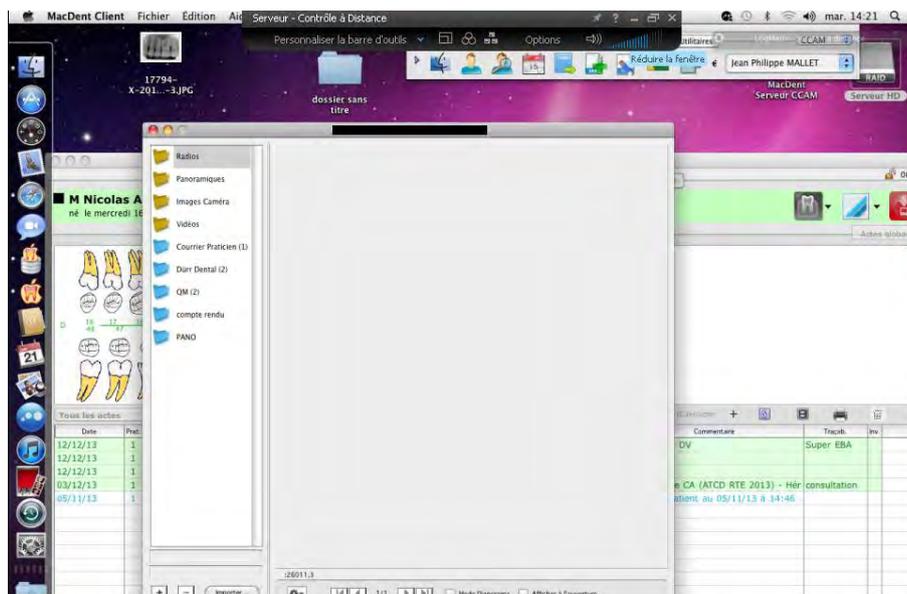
Capture d'écran de l'accès au dossier patient via le logiciel Macdent avec la fenêtre radiographie ouverte.
